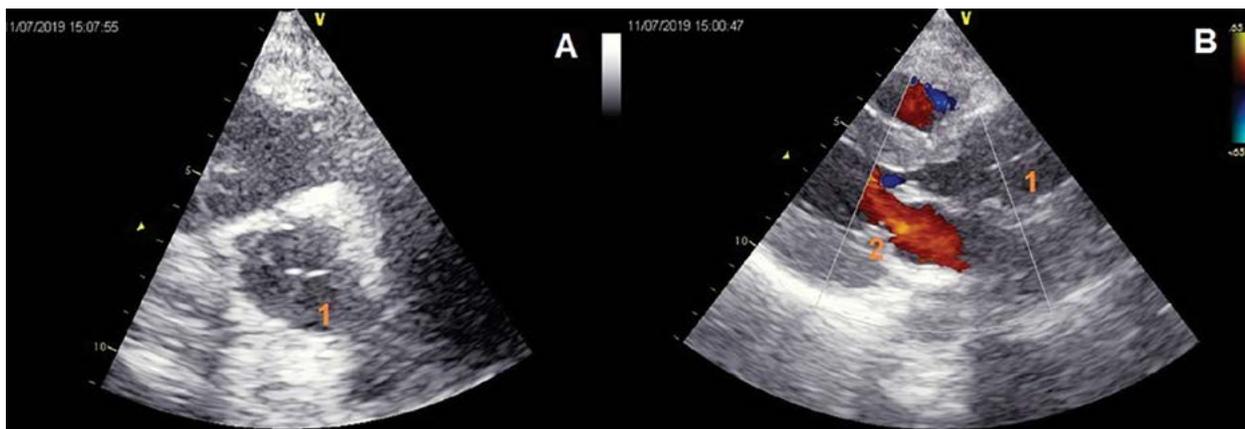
Трансторакальная эхокардиография через 1 год после операции: короткая ось (А), длинная ось (В)
